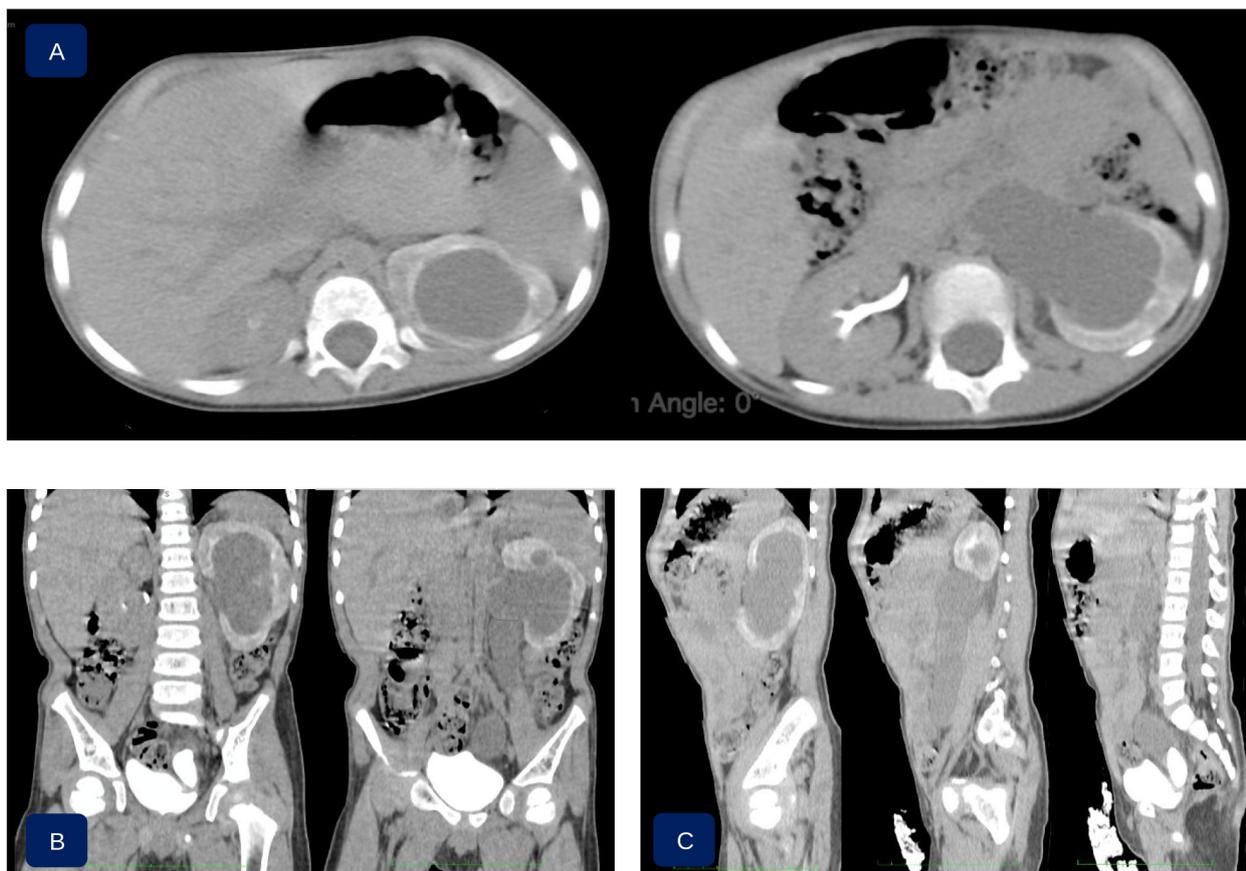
Мультиспиральные томограммы, вид до лечения. Гидроуретеронефроз с истончением паренхимы левой почки, камень дистального отдела левого мочеточника: А — коронарная проекция; В — фронтальная проекция; С — сагитальная проекция
